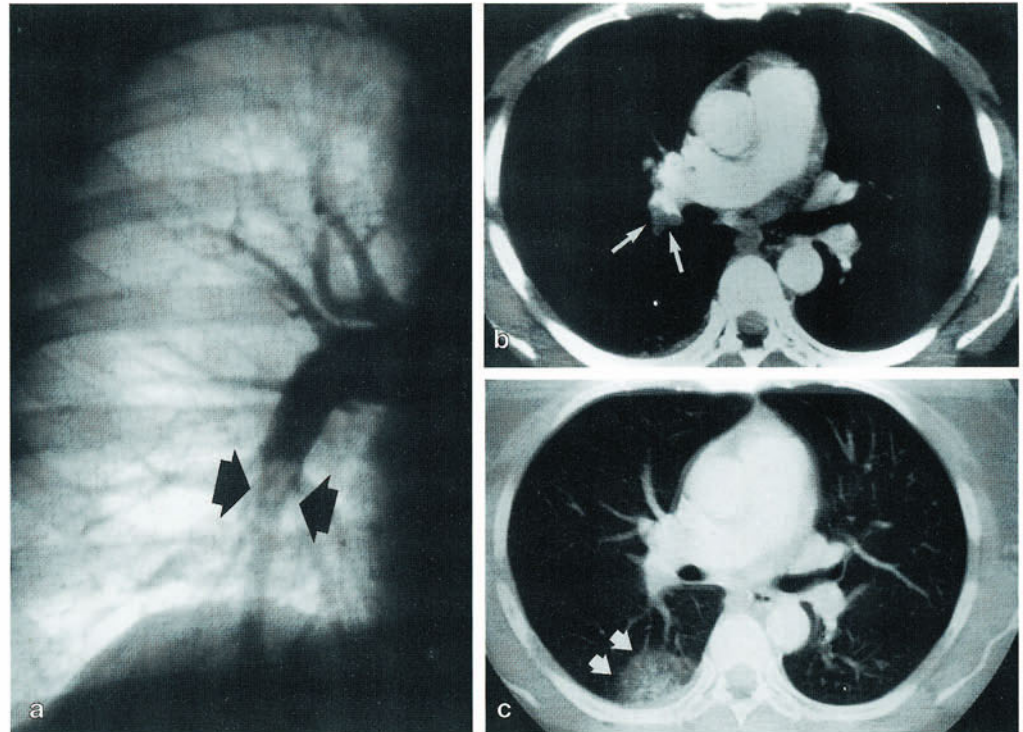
a-c. Pulmonalembolie im Spiral-CT. Angiographisch (a) und computertomographisch (b, c) nachgewiesene Pulmonalembolie in einem Intensivpatienten nach Leberteilresektion. Die Angiographie (a) zeigt einen ausgedehnten Thrombus im Bereich der rechten Unterlappenarterie (schwarze Pfeile). Der gleiche Thrombus gelangt in der Spiral-CT (b) als Kontrastmittelausparung zur Darstellung (Pfeile). Das Parenchymfenster auf gleicher Höhe (c) zeigt zudem die embolie-bedingten Parenchymverdichtungen (Pfeile)
